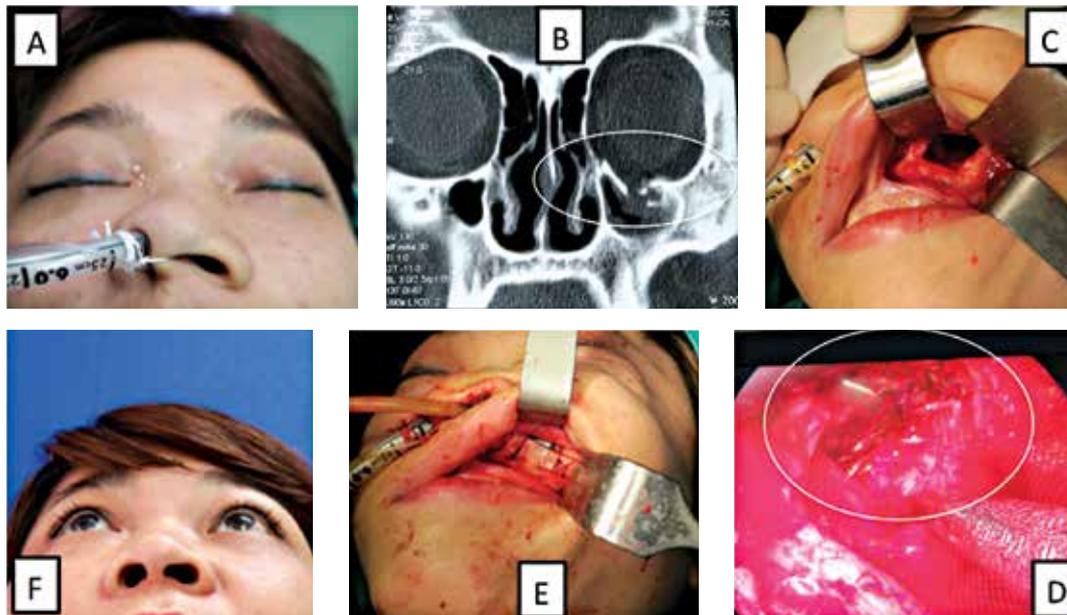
Patient 1. Before surgery (A) left orbital enophthalmos, (B) orbital floor broken on CT. In the surgery (C) the bony window, (D) putting the Mesh Titanium through endoscopy, (E) put the bony window back on. After surgery 3 months (F), there is no enophthalmos.
